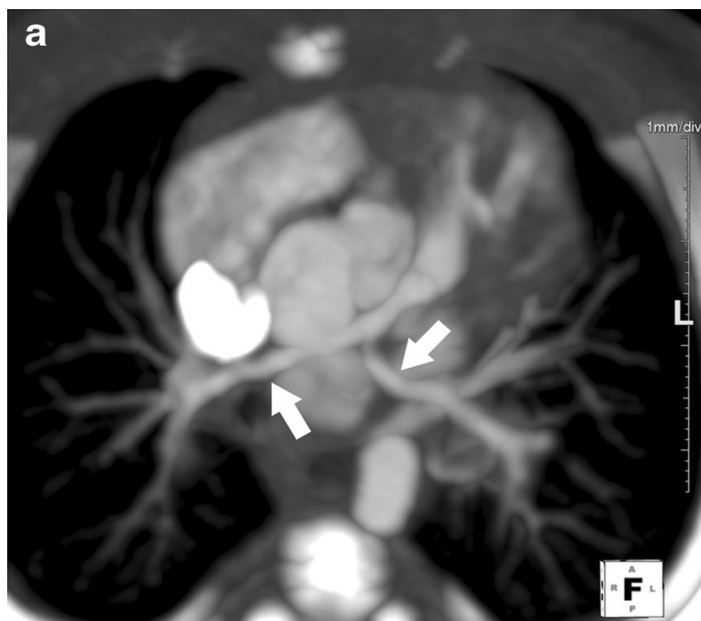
Angiotomografia de paciente com Tetralogia de fallot. (ZUCKER, 2021)
